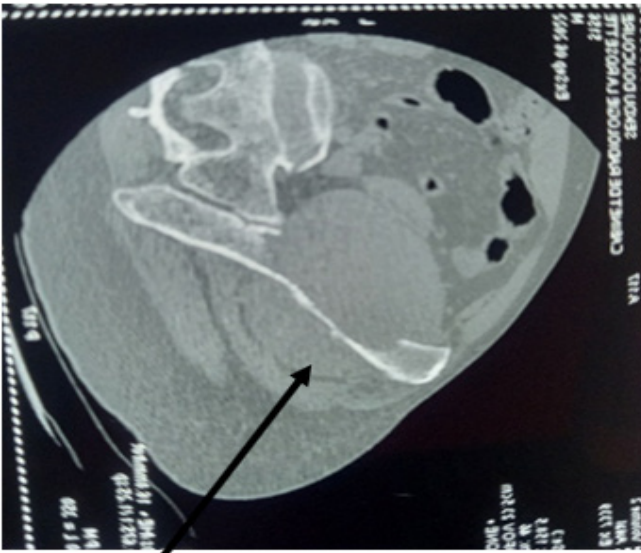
Coupe TDM axiale en fenetre osseuse du bassin qui objective la lyse de l'aile iliaque droite
